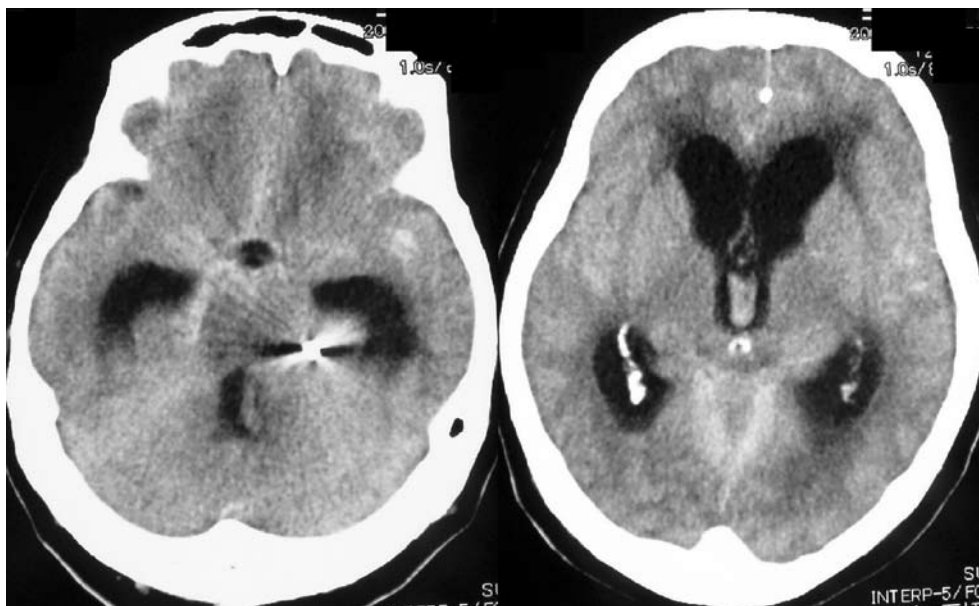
Computed tomography scans one day after the procedure, indicating subarachnoid hemorrhage and acute hydrocephalus.
